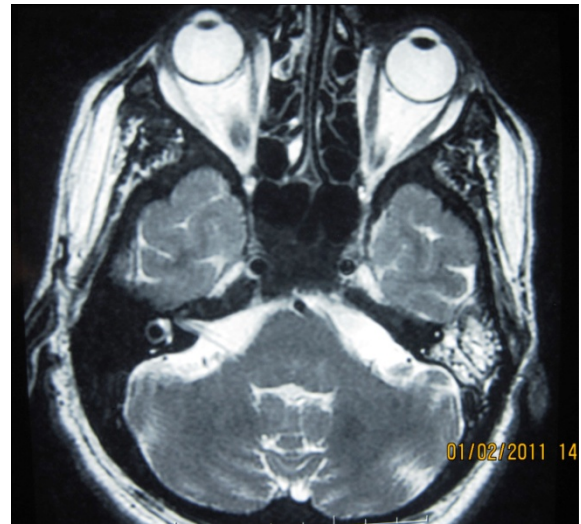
The MR imaging of the temporal bone
